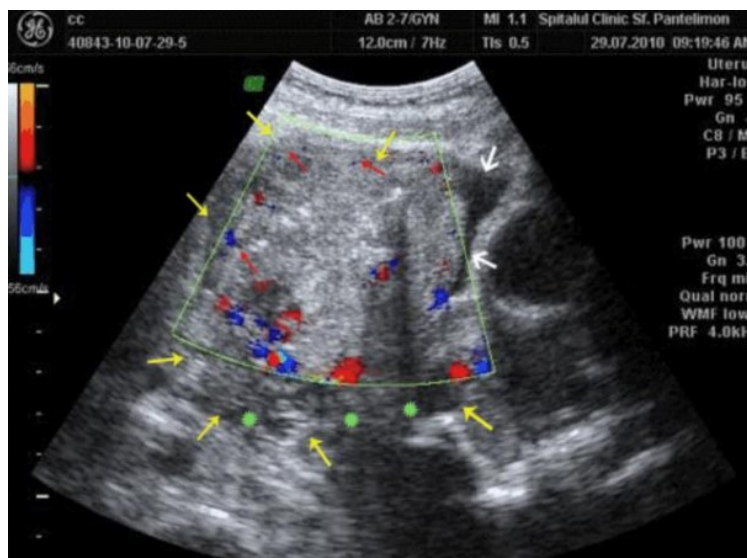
Ecografía sagital con cavidad uterina agrandada, masa ecogénica heterogénea (flechas amarillas), ausencia de halo subendometrial (flechas rojas), invasión miometrial (estrellas verdes). Se observan grandes áreas de hemorragia y señal altamente vascularizada en masa (flechas blancas).
